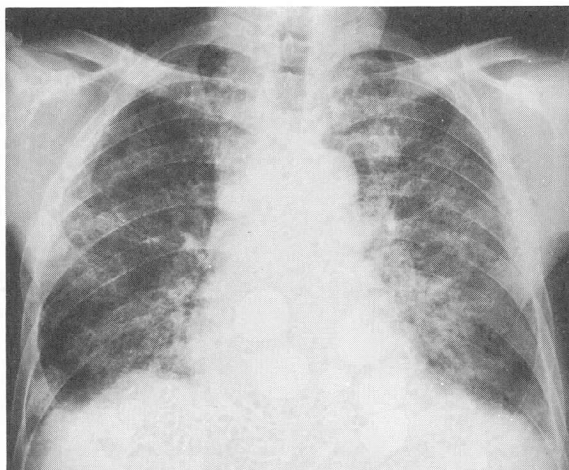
Chest X-ray film on April 26 shows volume loss of predominantly lower lobes and increased interstitial shadows.
